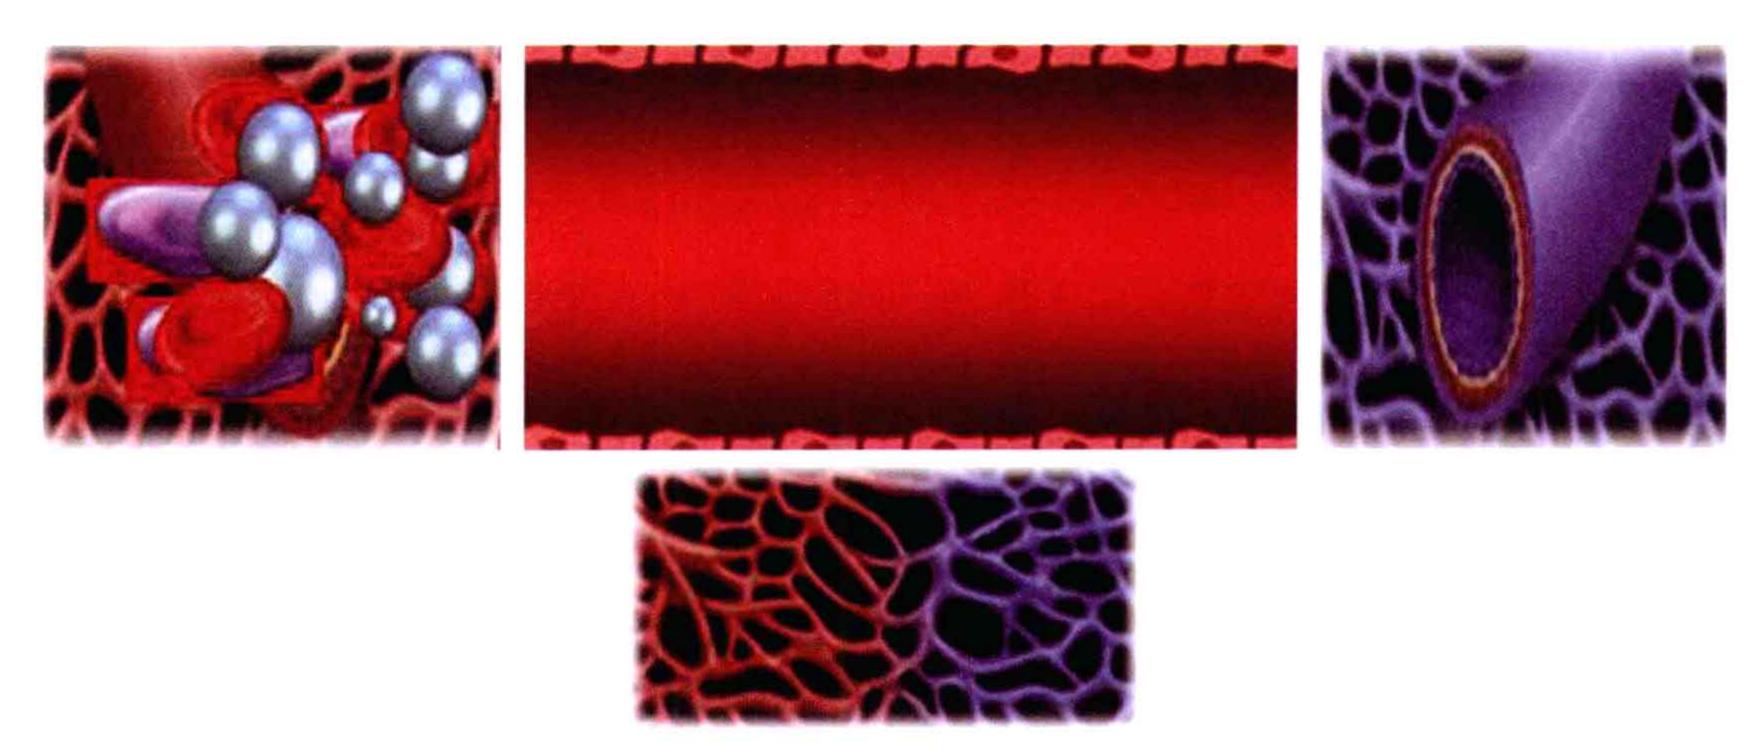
冠状动脉微循环的构成及造影剂通过 冠状动脉微循环包括小动脉、毛细血管、小静脉、超声造影剂直径约等于红细胞大小,可以通过整个微循环系统
